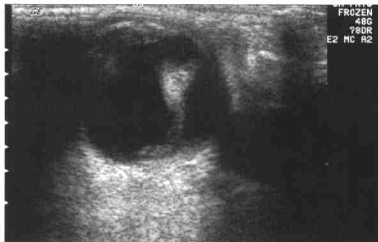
4 期 ROP 的二维超声图像,玻璃体内可见弱点状回声,分别与视盘及周边眼球壁回声相连,其下的玻璃体内有弱点状回声
